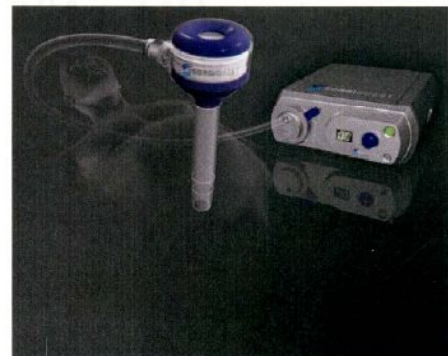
Airseal™ (SurgiQuest, Inc., Orange, CT, USA)
